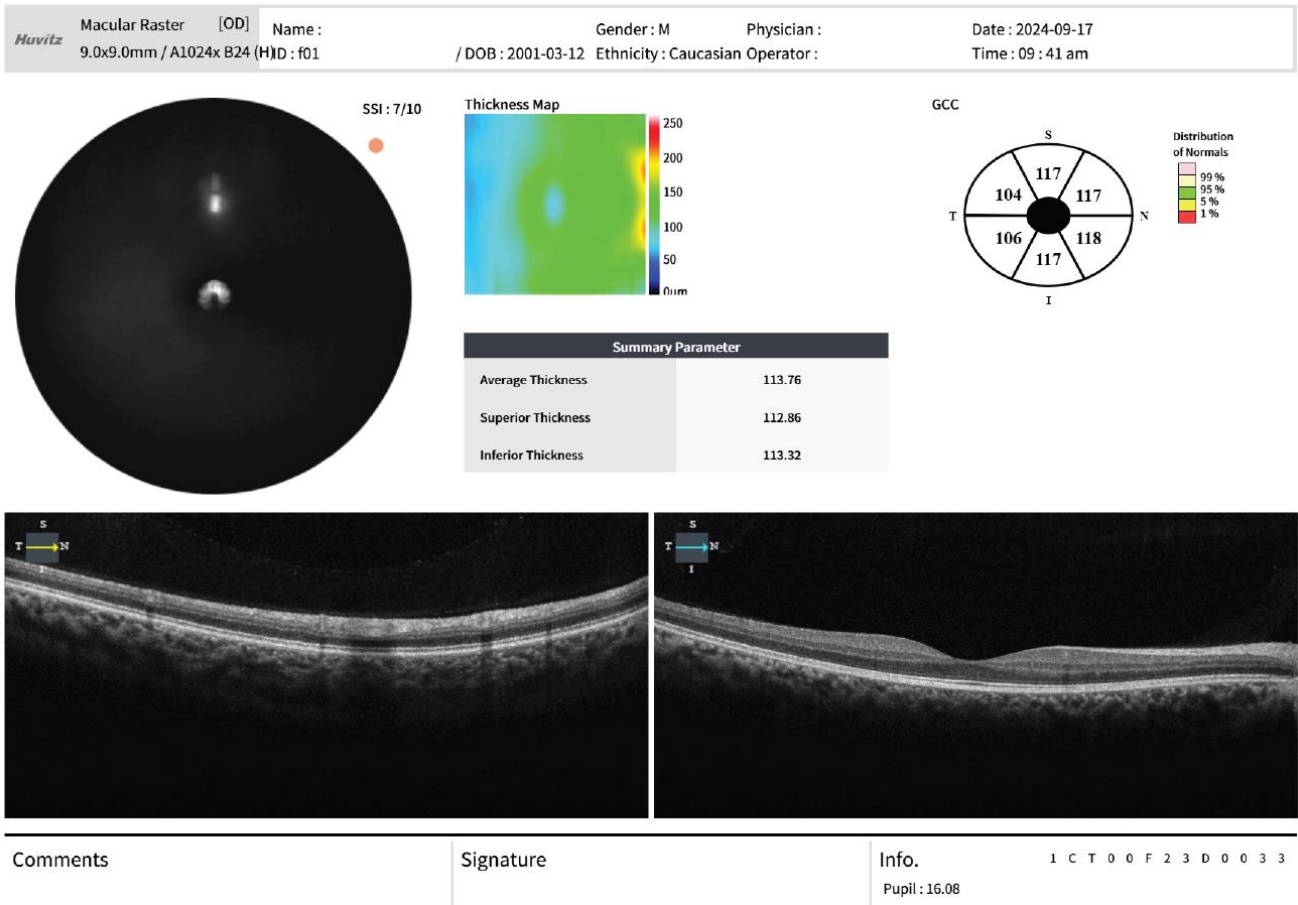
Mapa GCC da Retina obtida através da Tomografia de Coerência Ótica (OCT)
